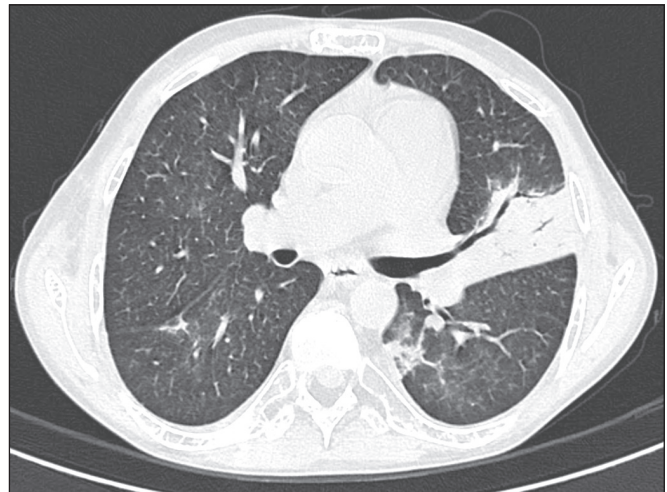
Homem de 34 anos evoluindo com tosse e febre no quinto mês pós-transplante. TC mostra consolidação parenquimatosa na língula. Notam-se ainda discretas áreas em vidro fosco nos lobos inferiores e pequeno foco de consolidação no lobo inferior esquerdo. Hemocultura revelou *A. baumannii*.
